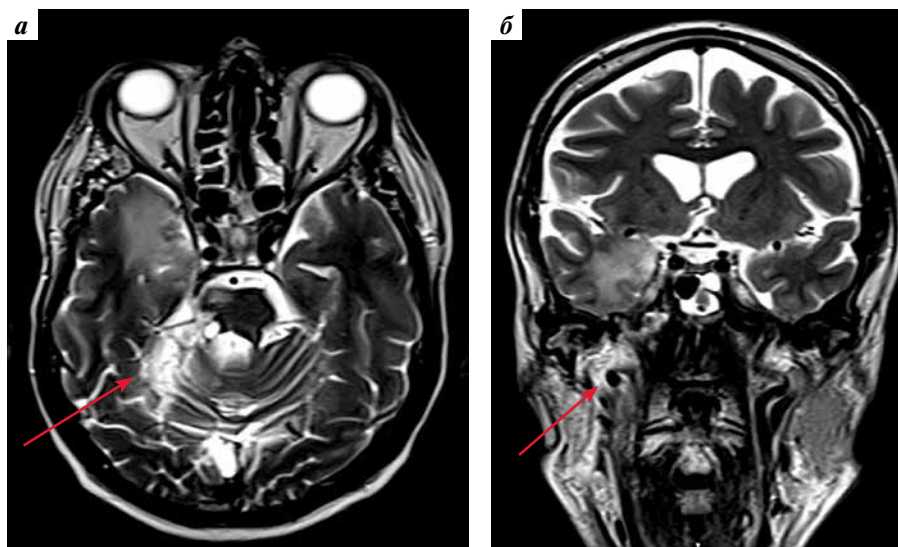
Магнитно-резонансная томография пациента М. в аксиальной (а) и фронтальной (б) проекциях. Признаки острого нарушения мозгового кровообращения в бассейне правой задней мозговой артерии
